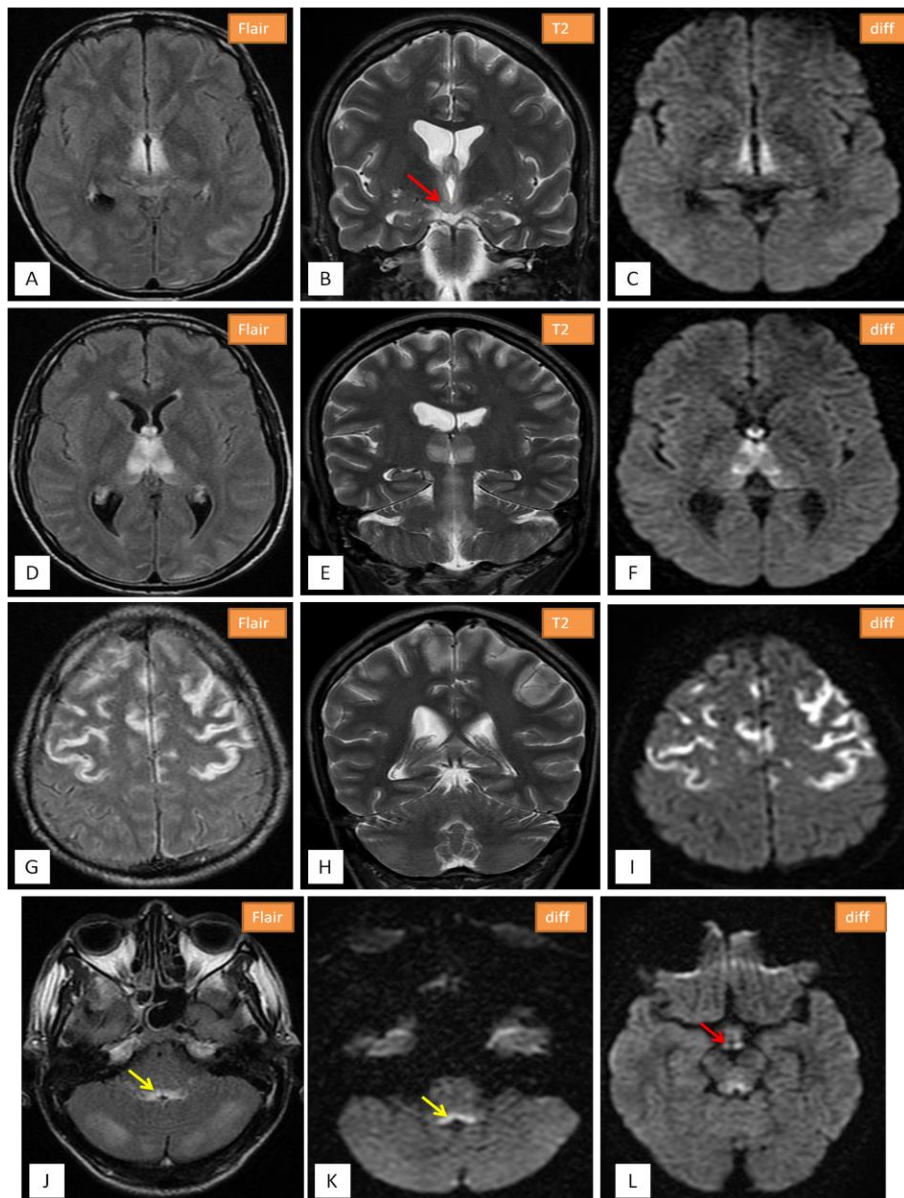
L'IRM cérébrale objective la présence de plages d'hypersignaux FLAIR et T2 avec restriction de diffusion avec discret rehaussement après injection à disposition symétrique et bilatérale intéressant : Région péri-ventriculaire du V3 (A, B, C), thalamus médian (D, E, F), la région cortico-sous-corticale fronto-pariétale supérieure (G, H, I), aire périaqueducule (flèches jaunes : J, K), les tubercules mamillaires (flèches rouges : B, L).
